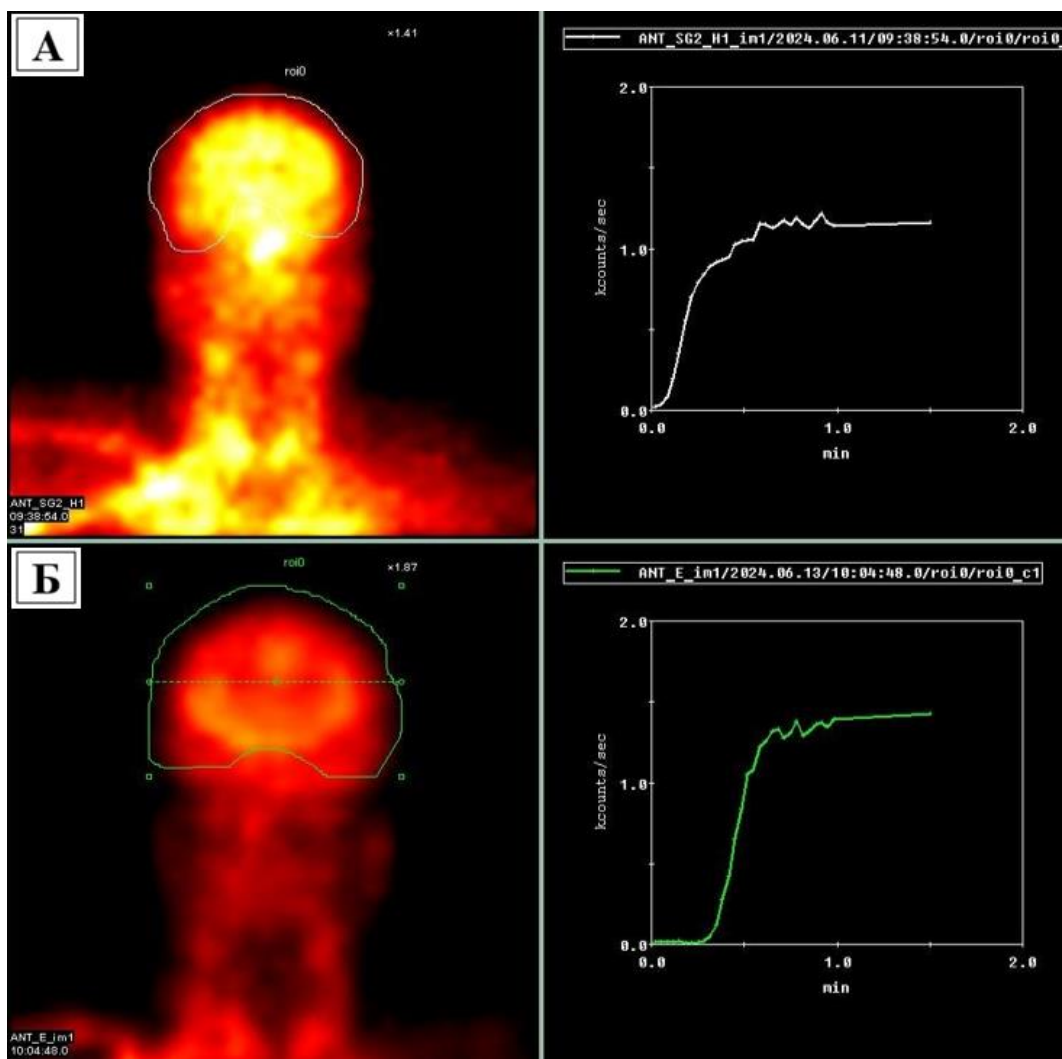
Сцинтиграмма (Больной М. 1951 г.р.)
